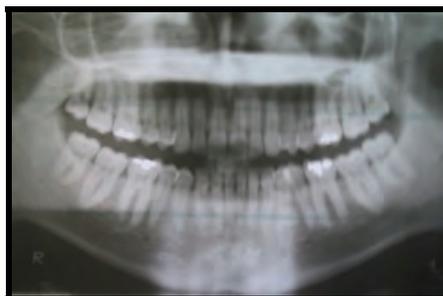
Fuente propia Ortopantomografía
